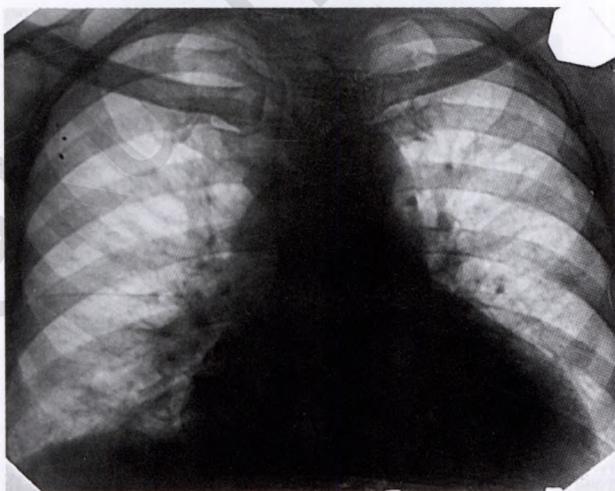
Рентгенограмма органов грудной клетки при дилатационной кардиомиопатии
